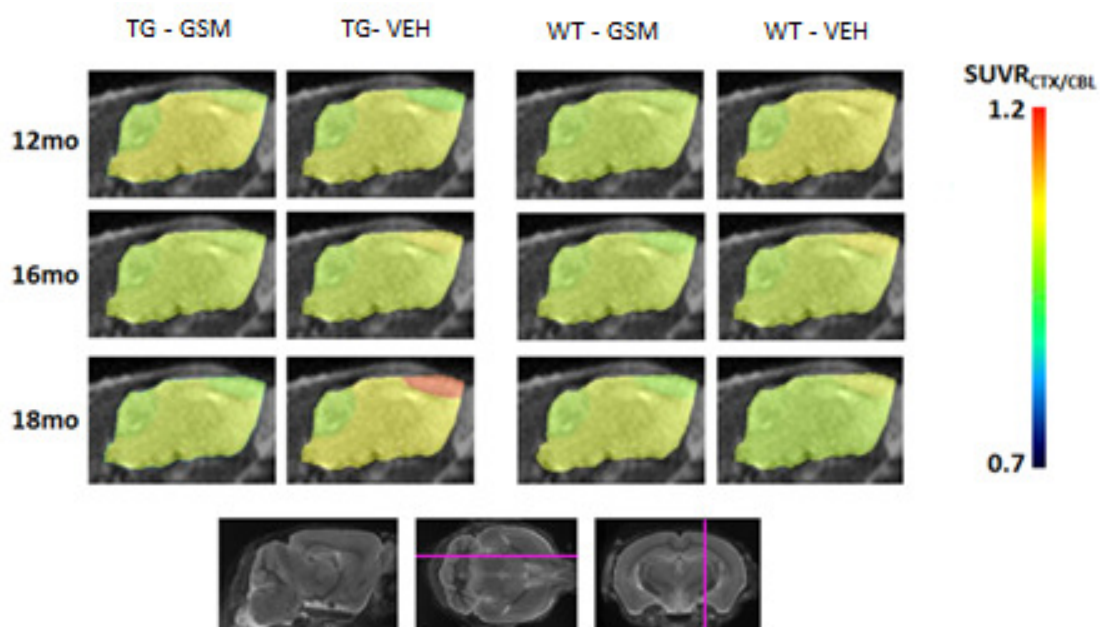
PVE-korrigierte Bilder der VOI-basierten PET-Analysen der vier Behandlungsgruppen zu den drei Scanzeitpunkten im Vergleich
